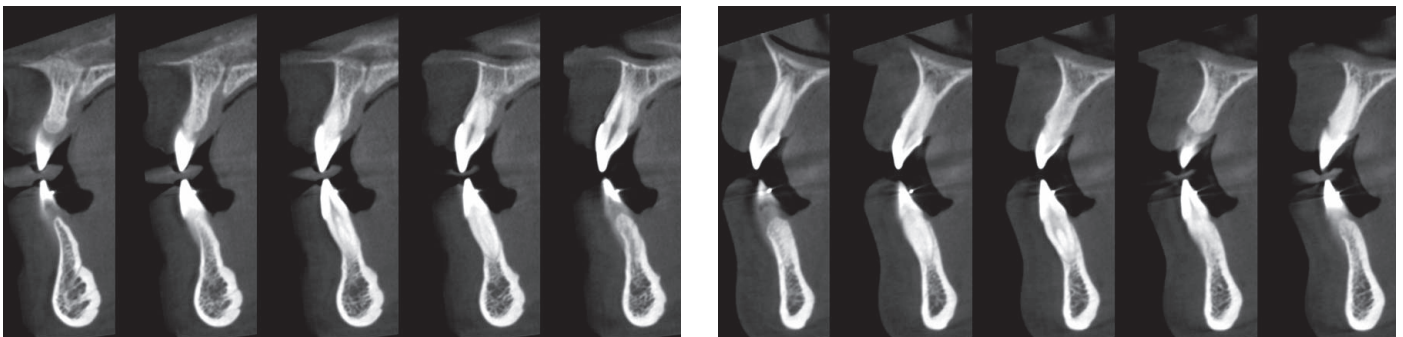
et 4 Coupes tomographiques au niveau de 31-42.
